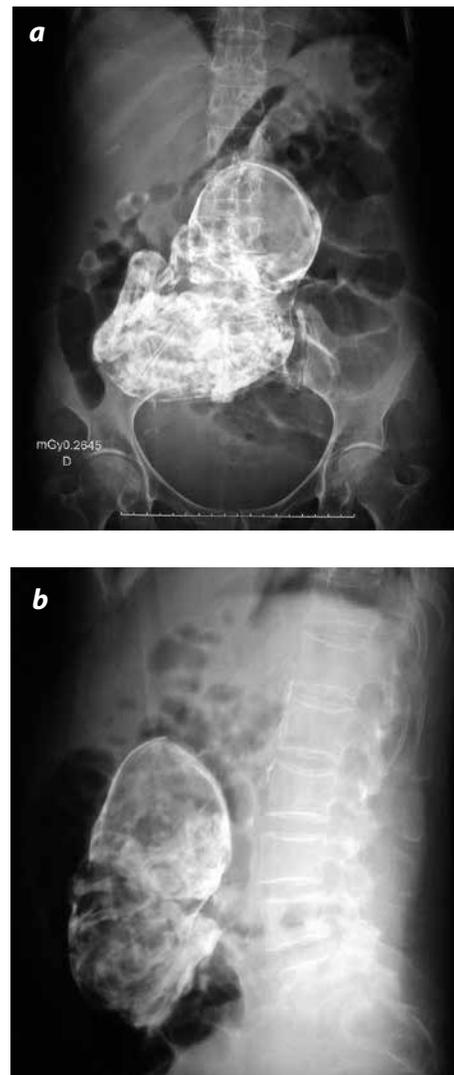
Radiografía de abdomen simple. a) Anteroposterior, b) lateral. Proyección del mesogastrio anterior a los cuerpos vertebrales lumbares, correspondiente a calcificaciones de membranas y estructuras óseas fetales.
